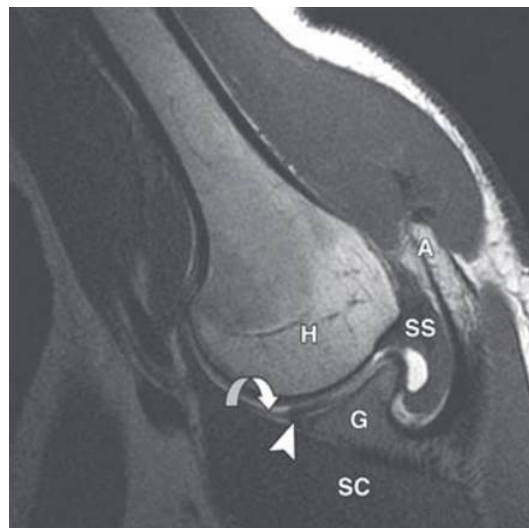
T1 MRT in ABER-Position eines 23-jährigen Mannes. Die Aufnahme zeigt keine Pathologie, dennoch ist die enge topographische Beziehung zwischen der SSP (SS) und der Humeruskopf (H) in der ABER Position gut zu erkennen. (45)
